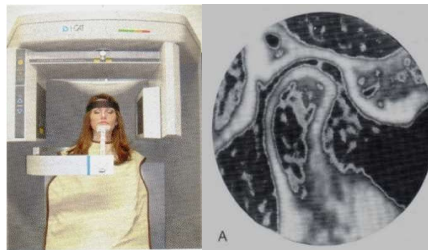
Uso de la tomografía coputarizada para la visualización de la ATM.
